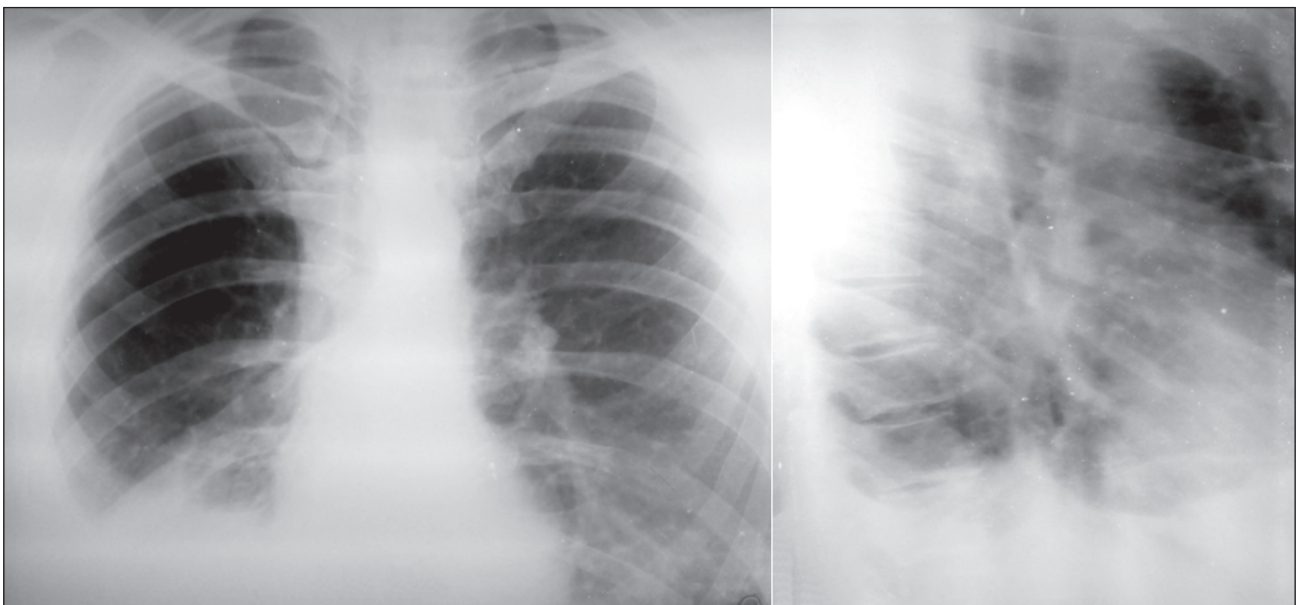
Рентгенограма органів грудної порожнини та томограма правої легені при первинному зверненні
